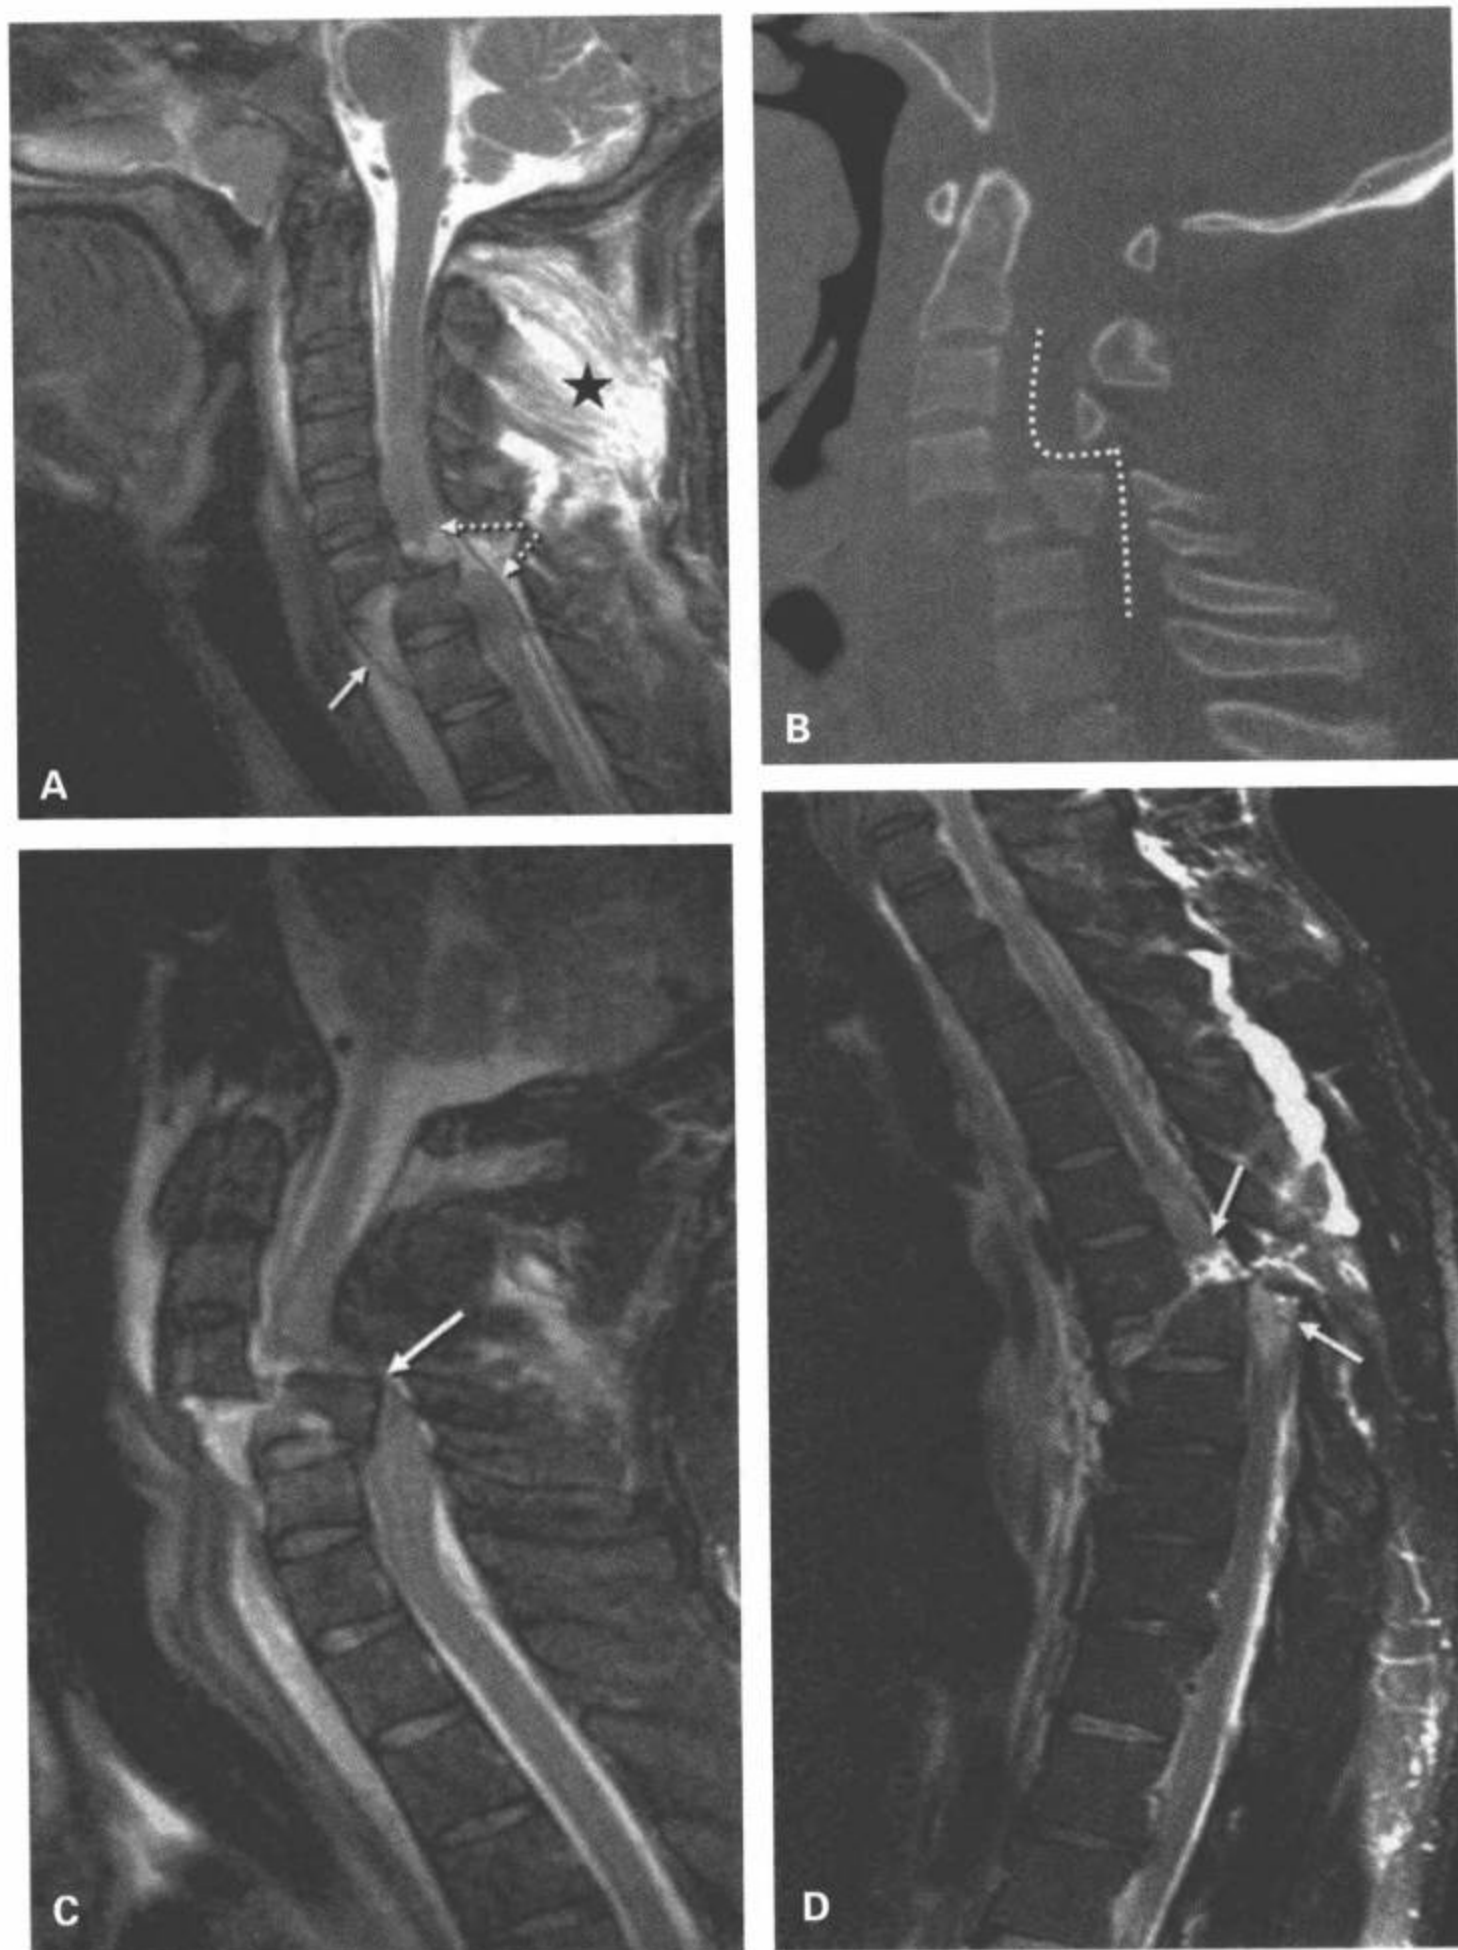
机械性脊髓横断伤。A: 颈椎矢状面 T2 加权 MRI 显示 C6 和 C7 节段完全分离伴椎间盘断裂和前纵韧带抬高 (箭)。所示分离脊髓的球根状节段内可见轻微的水肿 (点箭)。后韧带复合体也全部断裂 (星号)。B: 颈椎中部发生易位。另一例病人的 CT 多平面重组矢状面图像显示 C4 和 C5 椎体节段完全分离, 严重的半脱位 (点线) 致使椎管完全消失。C: 与 (B) 对应的矢状面 T2 加权 MRI 肯定了机械性脊髓横断伴 C5 碎片向后移位, 其顶点使椎管消失 (箭)。D: 另一例从摩托车上甩出的病人, 胸椎中部易位。矢状面 T2 加权脂肪抑制 MRI 显示 T7 和 T8 节段形成锐角, 脊椎排列不良, 所有韧带复合体均断裂。脊髓断端增宽并水肿 (箭)。
